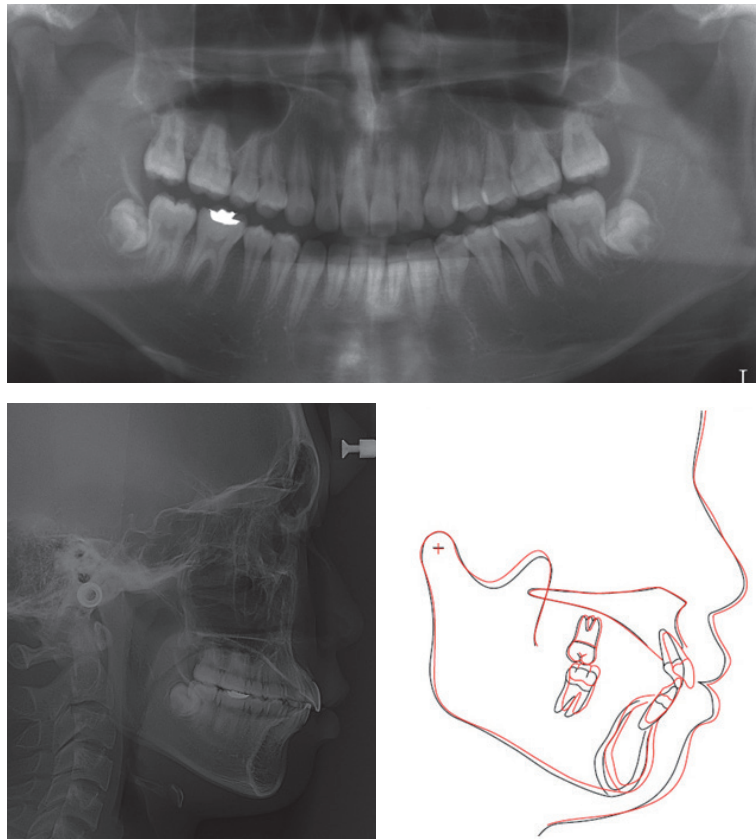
Panoramic and cephalometric radiographs after debonding, and cephalometric superimposition on the sella-nasion line (black: after first-phase of treatment, red: after debonding).
